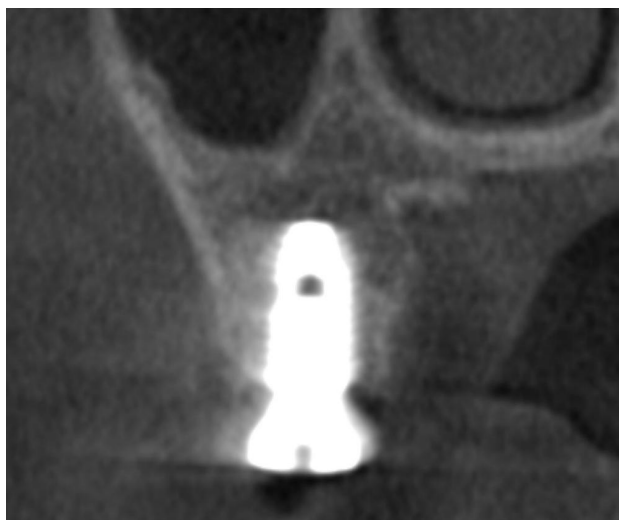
Postoperative CBCT of #16
